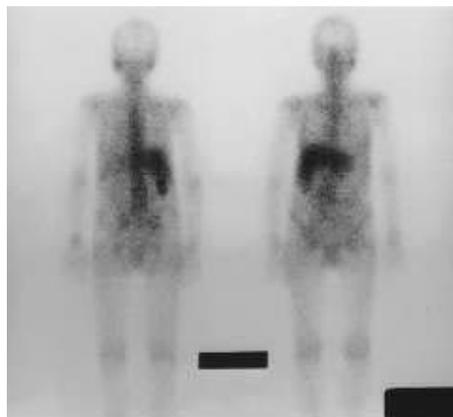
Total body of Gallium scintigraphy scan. The Gallium was accumulated in the right kidney.
